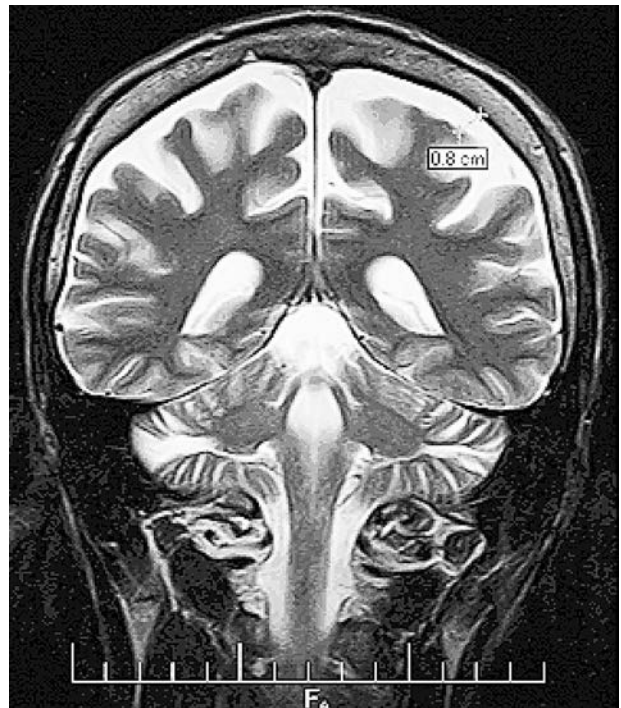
МРТ в T2-33 у фронтальній проекції головного мозку хворого з явищами зовнішньої гідроцефалії, який страждав на HSV-1-нейроінфекцію
